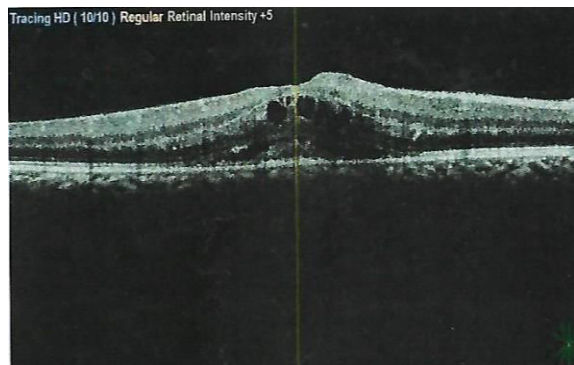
la présence à la tomographie en cohérence optique d'un décollement séreux rétinien avec une disparition de la dépression fovéolaire.
